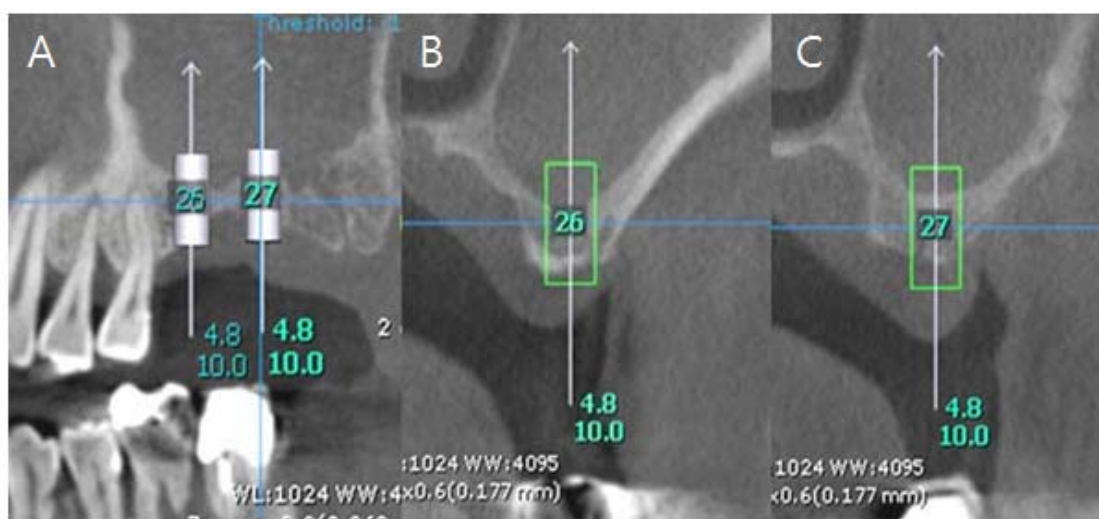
Cone beam computed tomography of surgical site. (A) Panoramic view. (B,C) Crosssectional view with virtual implantation.
